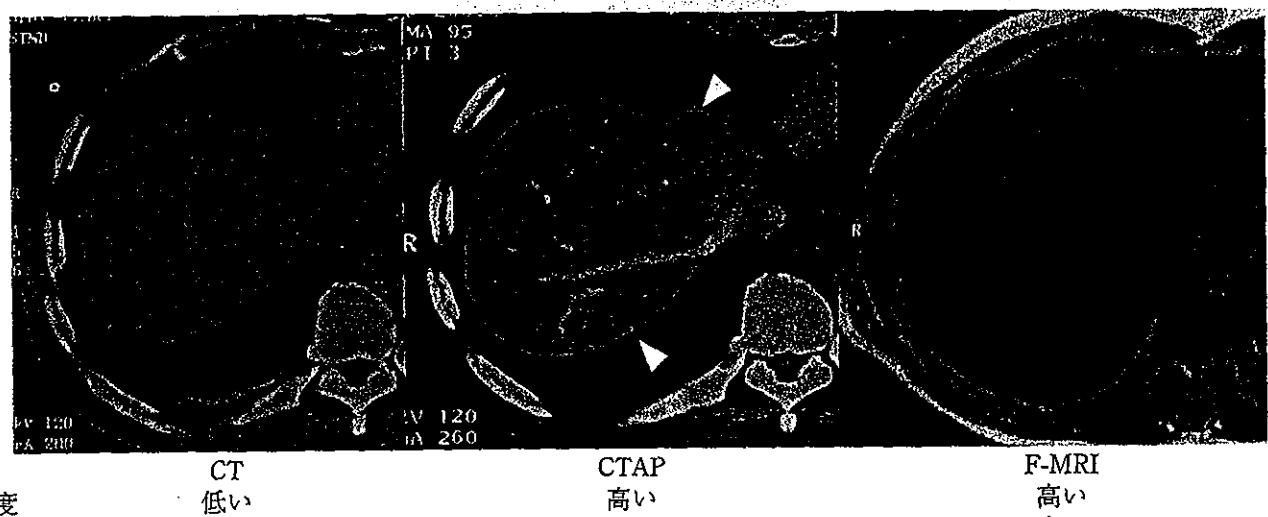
CT, CTAP, SPIO-MRI の比較
